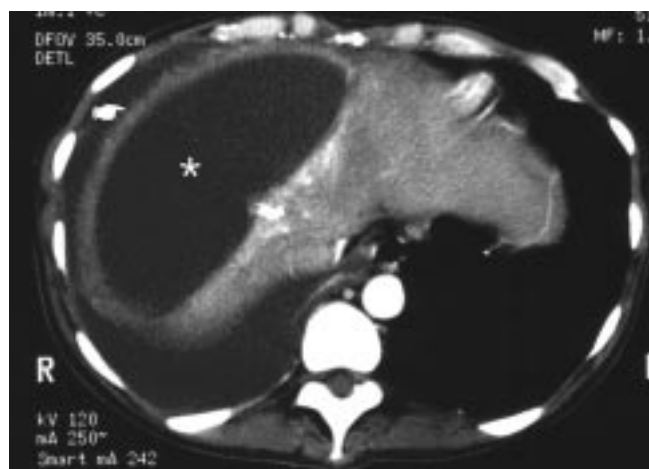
Épanchement pleural et collection sous-diaphragmatique droites (abcès sous phrénique). Coupe TDM avec opacification. Contour diaphragmatique droit (doigt) bien identifié entre deux phases liquides situées de part et d'autre du diaphragme. La collection sous-diaphragmatique (astérisque) se trouve placée à l'intérieur du contour diaphragmatique. L'épanchement pleural est situé à la périphérie et il parvient en dedans jusqu'au contact de l'aorte.
